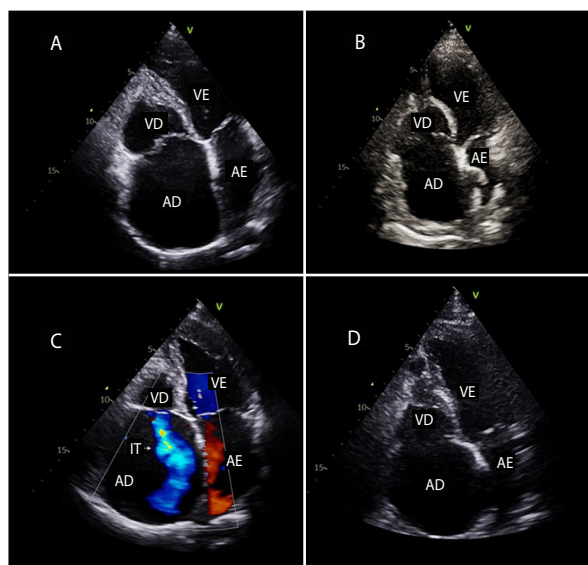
Imagens de Ecocardiograma transtorácico em paciente com EMF com acometimento de ventrículo direito. Janela apical 4-câmaras (A, B e D) evidencia obliteração apical do ventrículo direito associada à redução cavitária, dilatação do anel tricúspide e aumento importante do átrio direito. Imagem mostra espessamento dos folhetos da valva tricúspide e refluxo tricuspídeo (C). AD, átrio direito; AE, átrio esquerdo; VD, ventrículo direito; VE, ventrículo esquerdo; IT: Insuficiência tricúspide.
